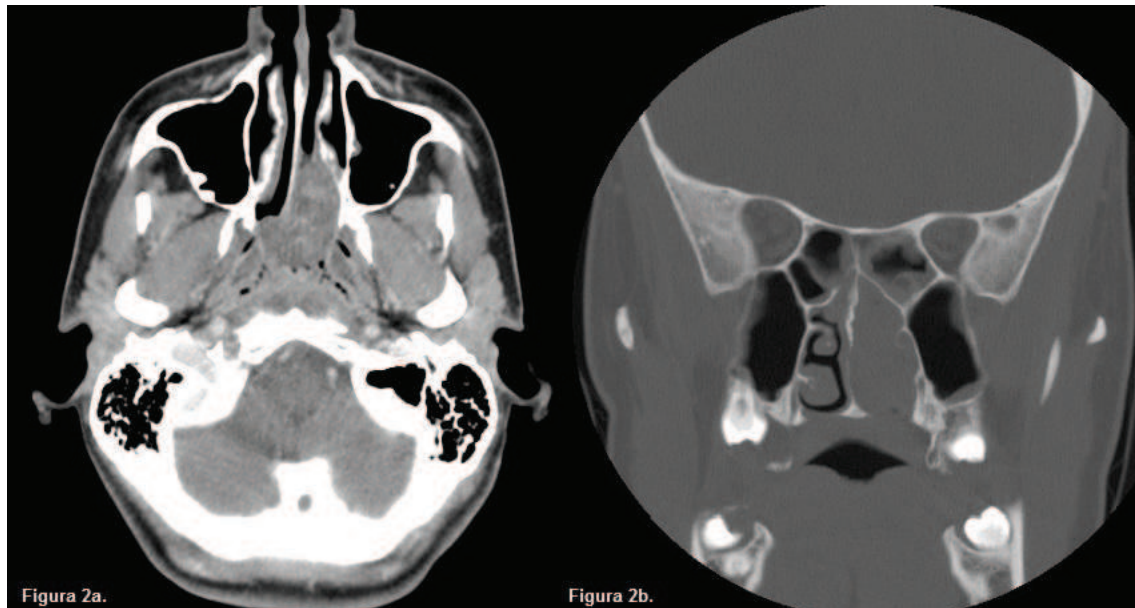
TC nasofaríngeo tras la administración de contraste endovenoso con cortes axiales y coronales. 2a. Masa sólida de densidad de partes blandas con captación ligeramente heterogénea en la región posterior de la fosa nasal, que crece a través de la coana ocupando la luz de la nasofaringe. 2b. En el plano coronal se objetiva afectación del cornete inferior.
